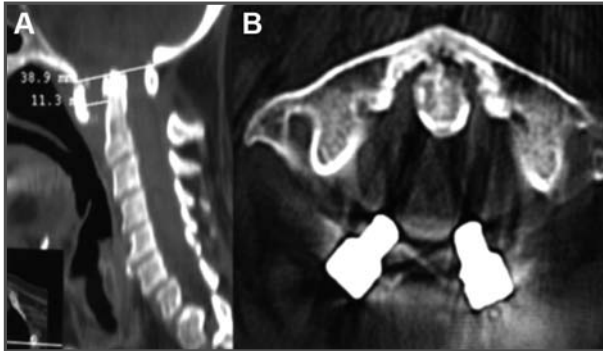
Imagen sagital de TC en la que se observa una luxación atloaxoidea de 11 mm. 2B. Imagen postoperatoria de la paciente donde se aprecia la reducción de la luxación gracias a la instrumentación de C1-C2.
